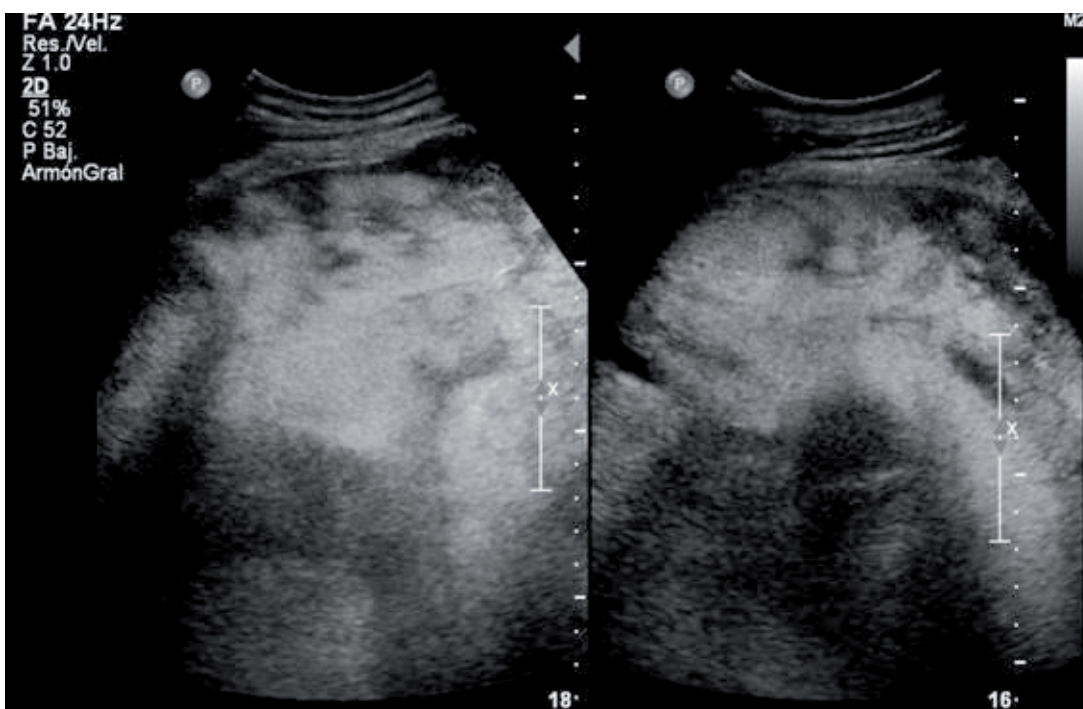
Ecografía abdominal.
